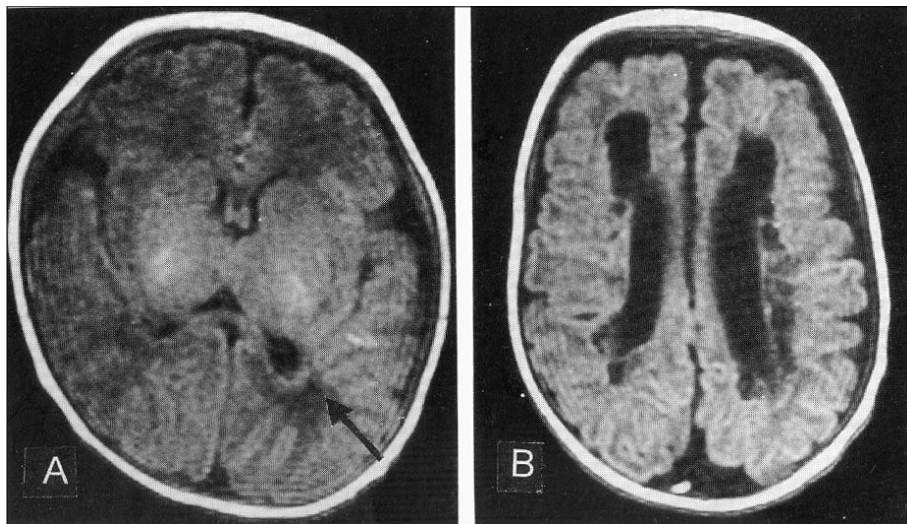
Brain MRI findings of periventricular leukomalacia (PVL) in the coronal plane. A) Note the small low signal lesion (arrow) on T1-weight image at left posterior trigonal area indicating microcystic PVL. B) Note the multiple cystic lesions located periventricular white matter indicating extensive PVL.
